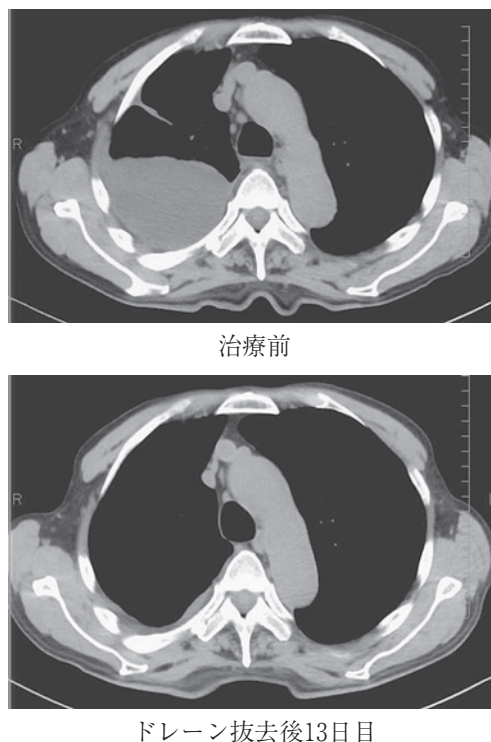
症例3の治療前とドレーン抜去後13日目のCT
